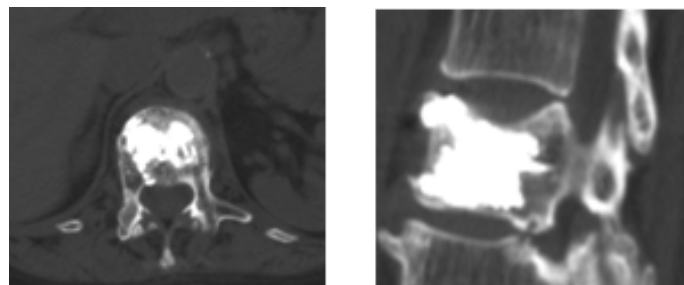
Послеоперационная КТ пациентки Р., 65 лет
